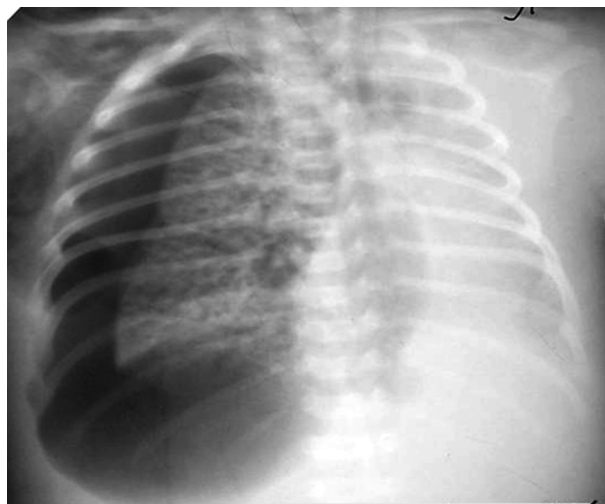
Оглядова рентгенограма ОГК недоношеної дитини (СГ 34 тижня). Локальна інтерстиціальна емфізема у верхній частці правої легені на фоні РДС II ст.
